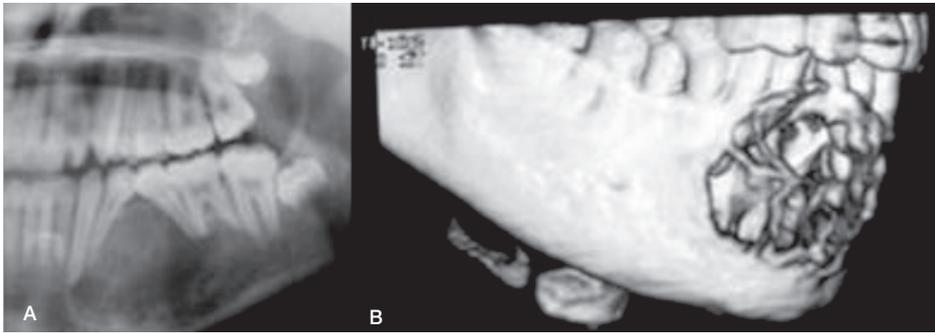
2. Mixoma. Tumor odontogénico benigno localmente invasivo, que deriva del ectomesénquima odontogénico del desarrollo del diente o de células mesenquimales indiferenciadas del ligamento periodontal. A. Radiografía panorámica que presenta aspecto de pompas de jabón, con márgenes difusos y desplazamiento de los dientes involucrados. B. Imagen de tomografía axial computarizada en 3D: apariencia de raqueta de tenis, bordes y extensión bien definida de la lesión.
